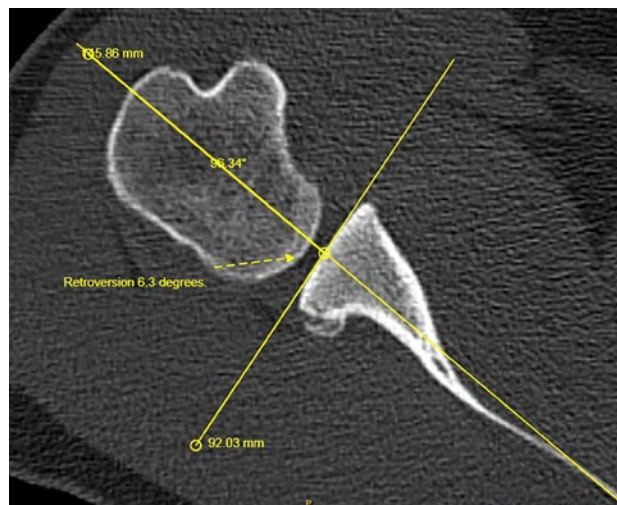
Hombro derecho. Tomografía axial computada 2D. Corte axial. Medición de retroversión de la cara glenoidea con respecto al eje del cuerpo de la escápula.
